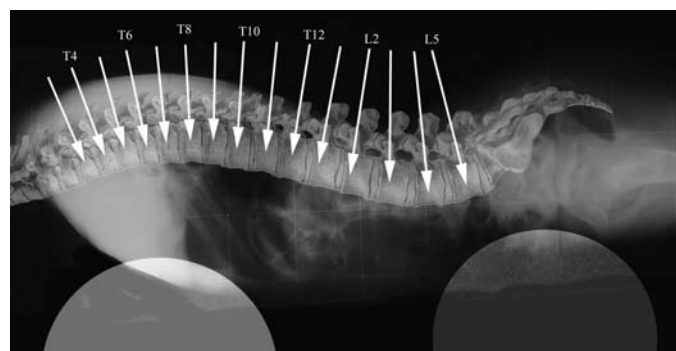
La radiographie du rachis en totalité réalisée après l'installation du patient en décubitus ventral permet d'apprécier la direction à donner à chaque vis dans le plan purement sagittal.
